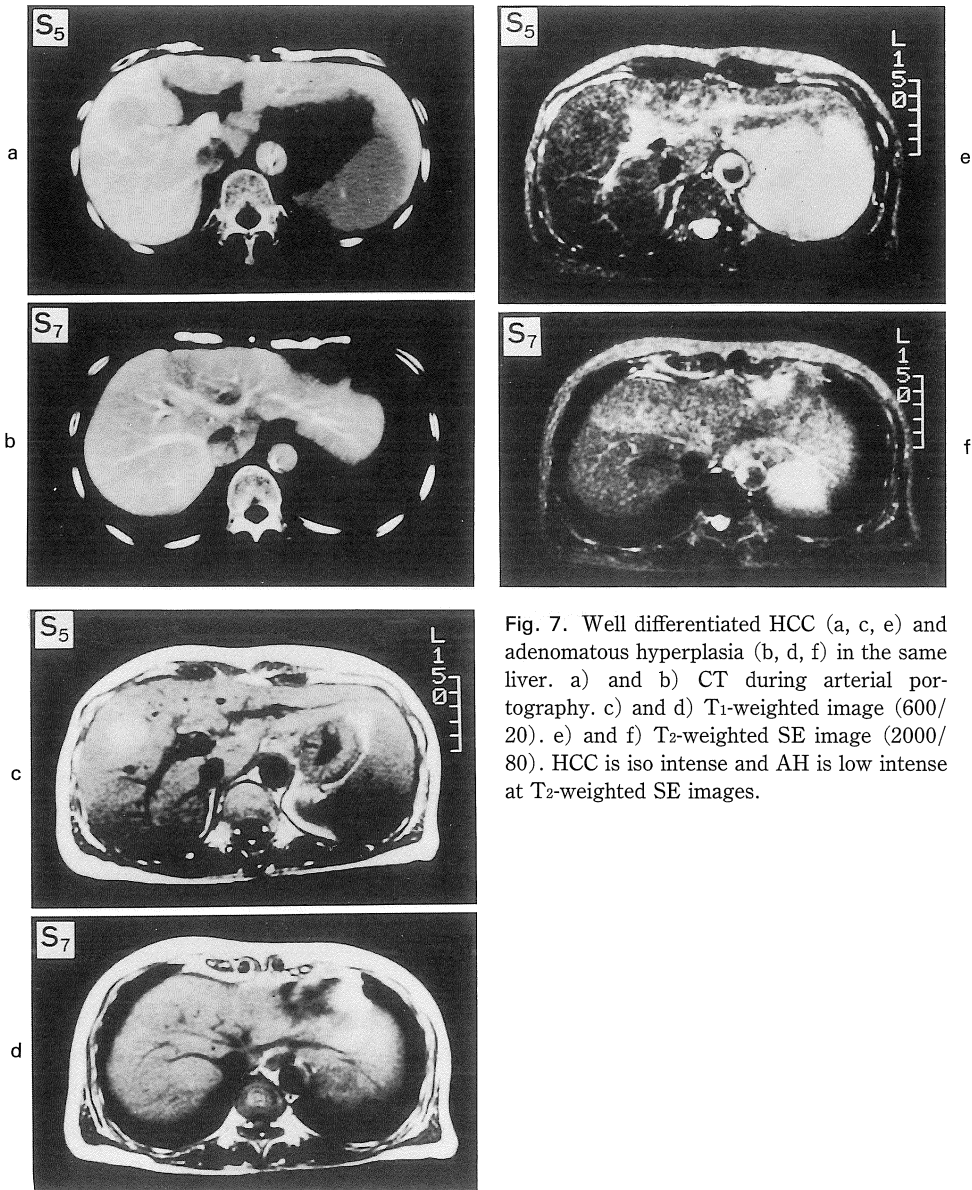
Well differentiated HCC (a, c, e) and adenomatous hyperplasia (b, d, f) in the same liver. a) and b) CT during arterial portography. c) and d) T1-weighted image (600/20). e) and f) T2-weighted SE image (2000/80). HCC is iso intense and AH is low intense at T2-weighted SE images.
